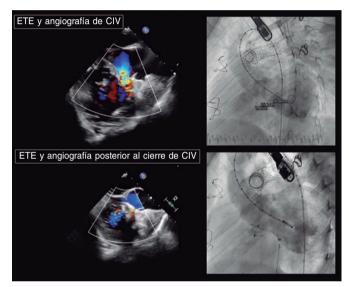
Comunicación interventricular (CIV) en un parche en un paciente con tetralogía de Fallot. En las imágenes superiores se observa el defecto tanto por ecocardiografía transesofágica (ETE) como por angiografía. En las imágenes inferiores, también por ETE y por angiografía, se ve cómo queda cerrado el defecto tras el implante del dispositivo KONAR-MF.
